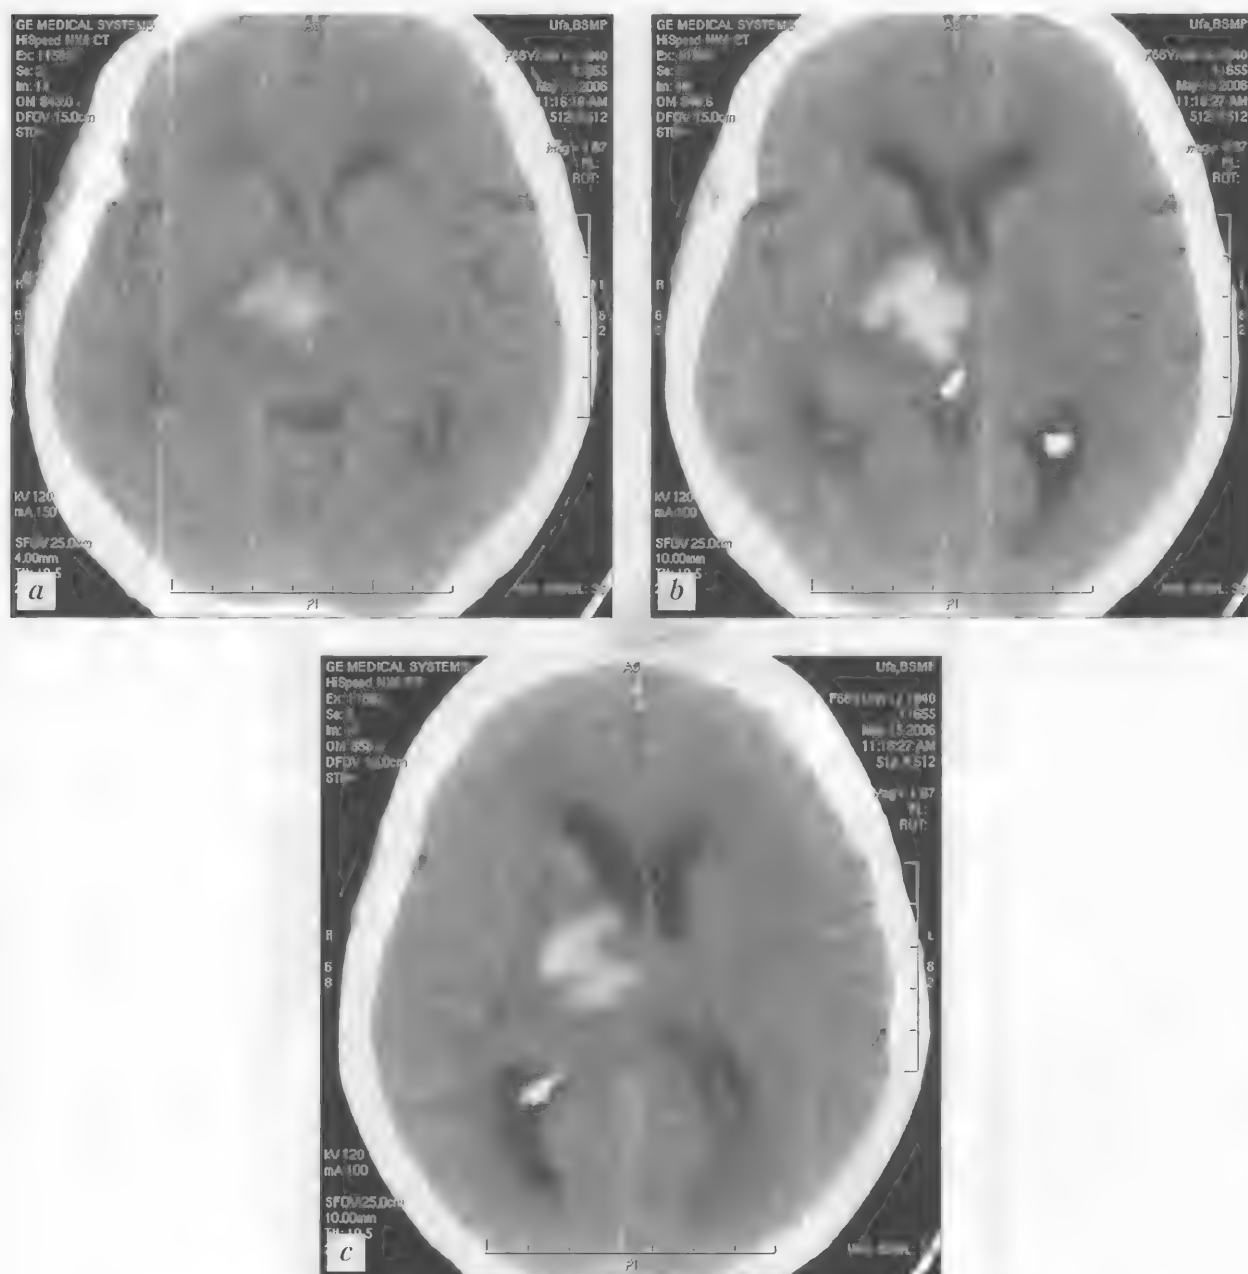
Больная К., 66 лет. Гипертензивное кровоизлияние с формированием медиальной таламо-капсулярно-стволовой гематомы справа. Боковой дислокационный синдром III степени. КТ — а-с
